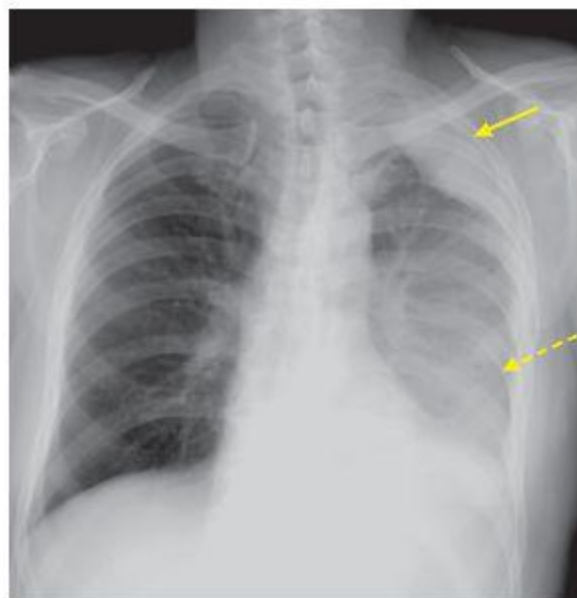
Рентгенография органов грудной клетки в прямой проекции. Апикальный осумкованный плеврит (стрелка). В проекции левой плевральной полости выпот до уровня V-VI ребер также с признаками осумкования (пунктирная стрелка)
